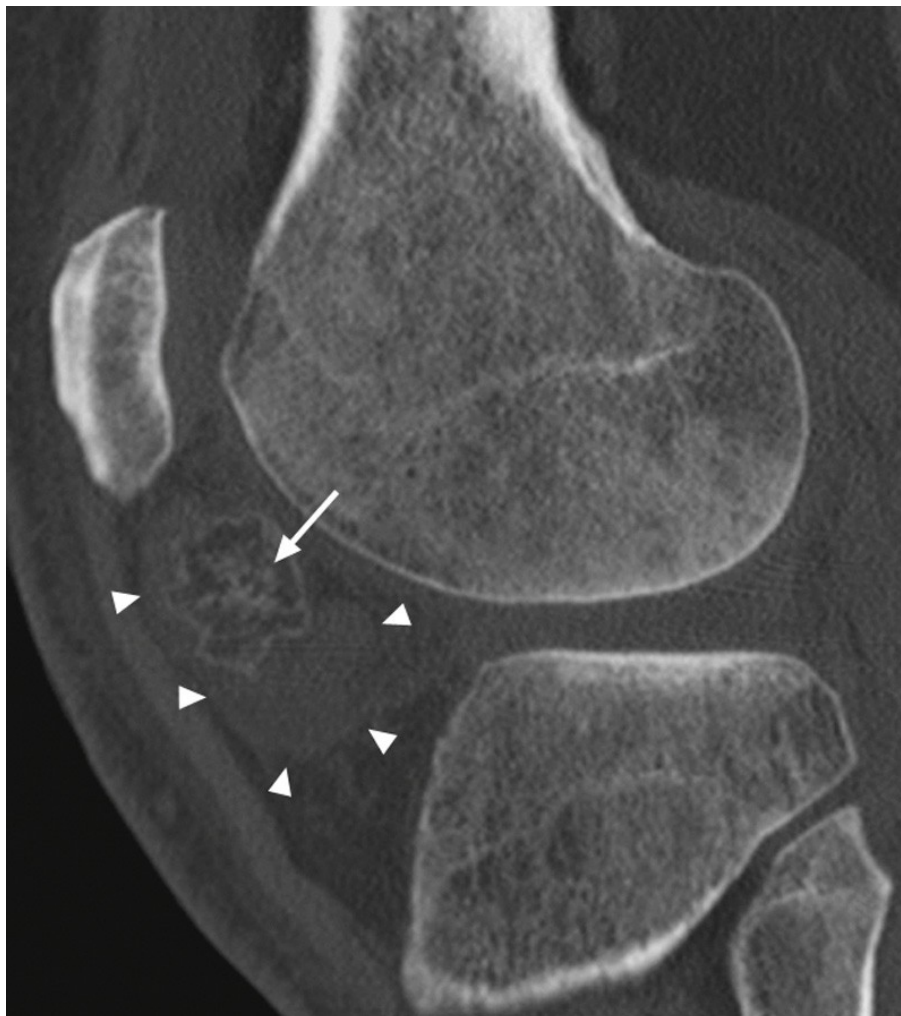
TDM en filtre osseux avec reconstruction sagittale. Majoration en taille de l'ossification de la graisse de Hoffa (flèche) avec persistance d'une infiltration de la graisse autour de cette dernière (têtes de flèche) [88].
